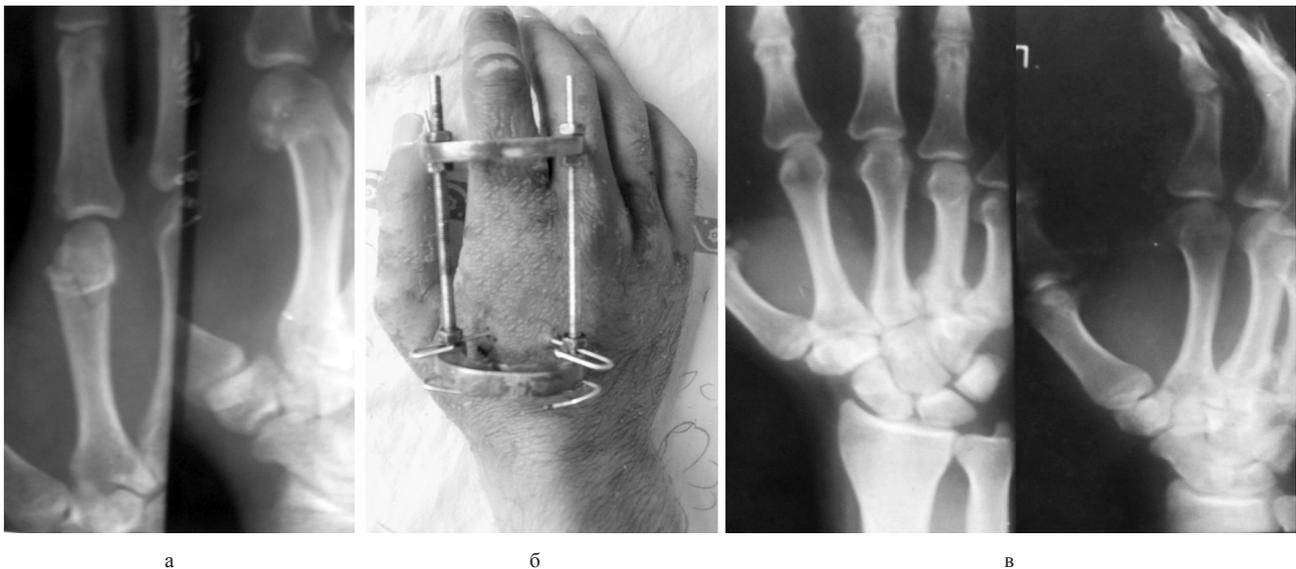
Больной С.Р., 20 лет: а – рентгенограммы правой кисти до лечения; б – внешний вид кисти с наложенным устройством; в – рентгенограммы правой кисти после снятия устройства
